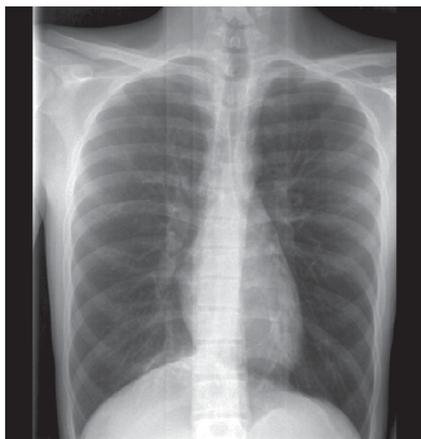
Обзорная рентгенография органов грудной полости от 02.02.2015 г.
